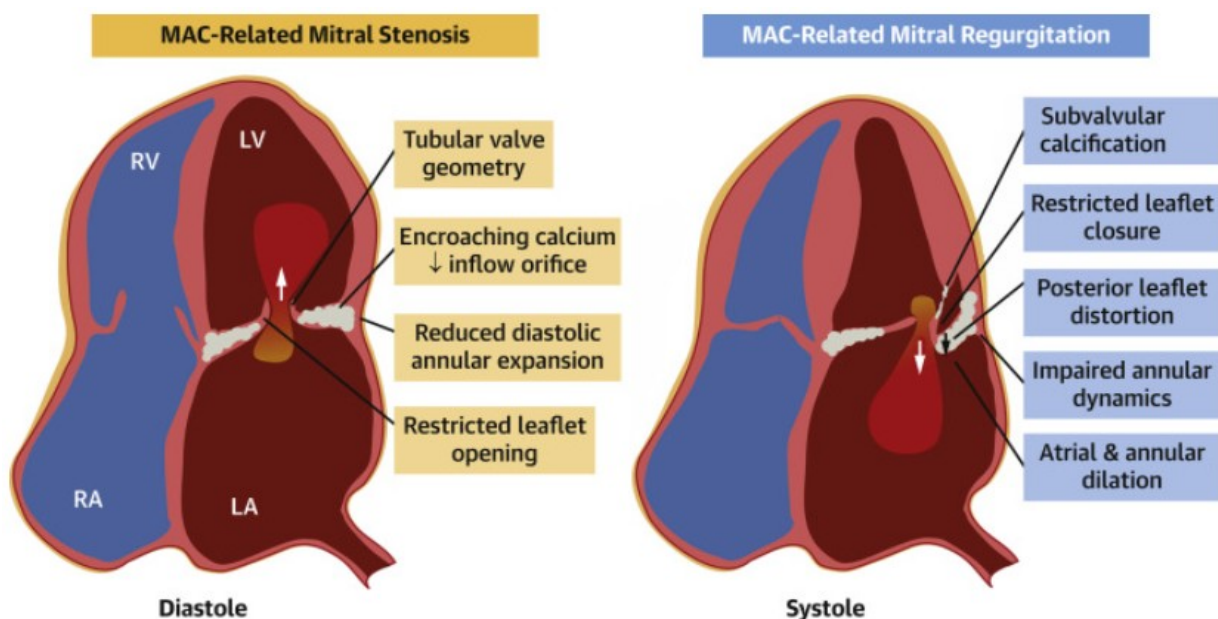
Mécanismes du RM et de l'IM associé aux MAC.
